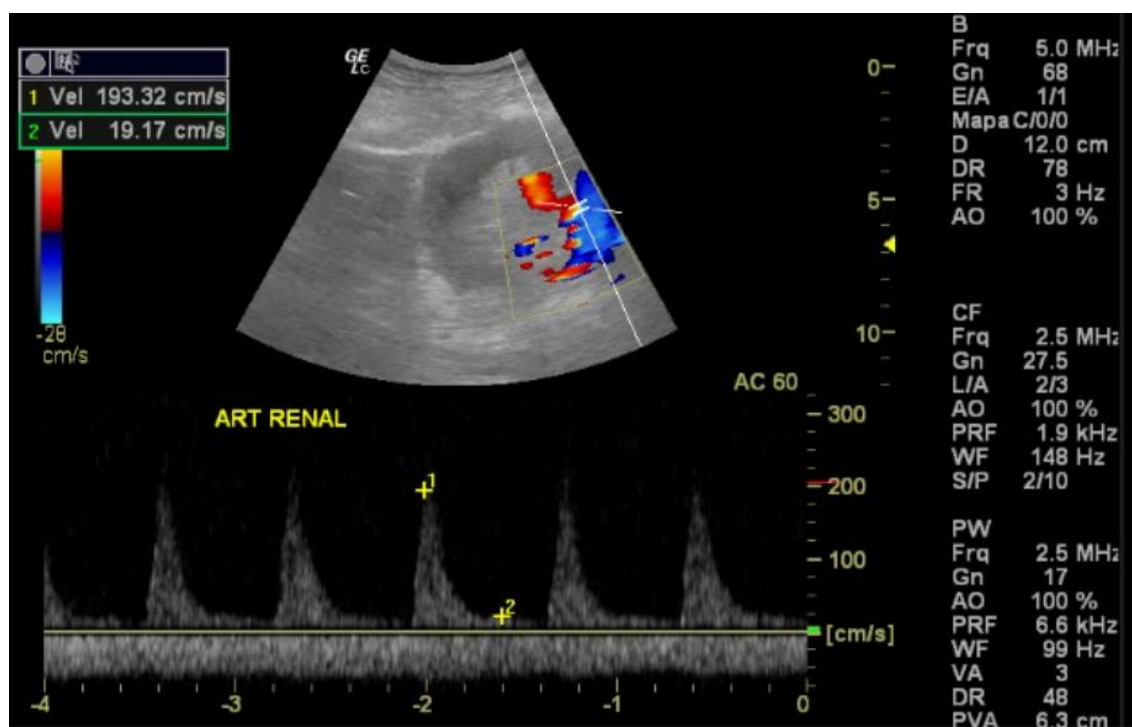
Medidas das velocidades sistólica e diastólica na artéria renal, usando-se correção do ângulo de 60°. A curva obtida (Doppler Espectral) mostra a Artéria Renal com pico de velocidade sistólica de 193,3 cm/s e diastólica de 19,17cm/s.
